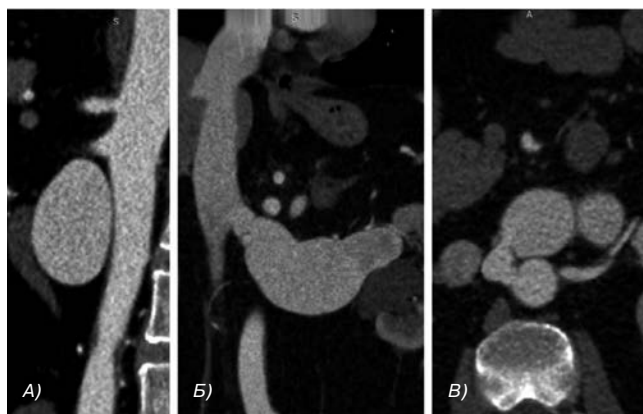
А) КТ-ангиограмма. Левая почечная вена в сагиттальной плоскости. Б) Левая почечная вена во фронтальной плоскости. В) Аорторенозная фистула
